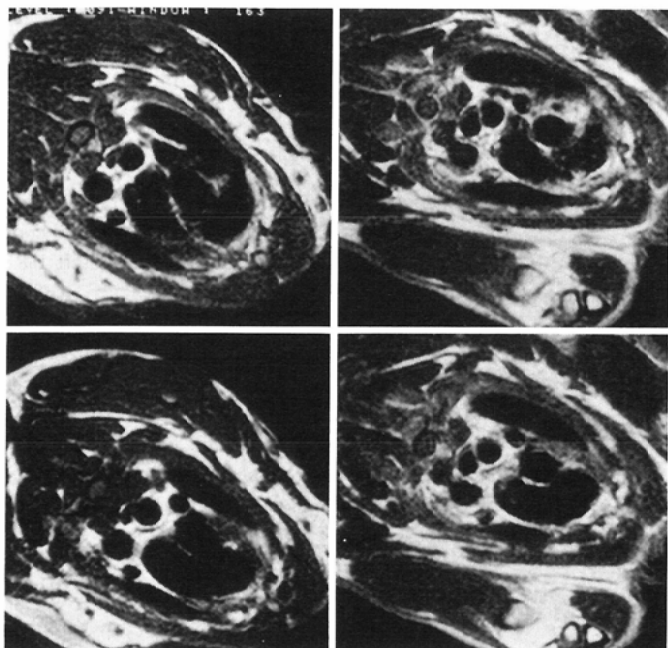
Gated axial MR images of the aortic arch. The left (A) and the right (B) columns show the precontrast and the 48-hour postcontrast images, respectively. The relatively high intensity of the thin layer in the aortic wall was clearly revealed in the postcontrast images.
